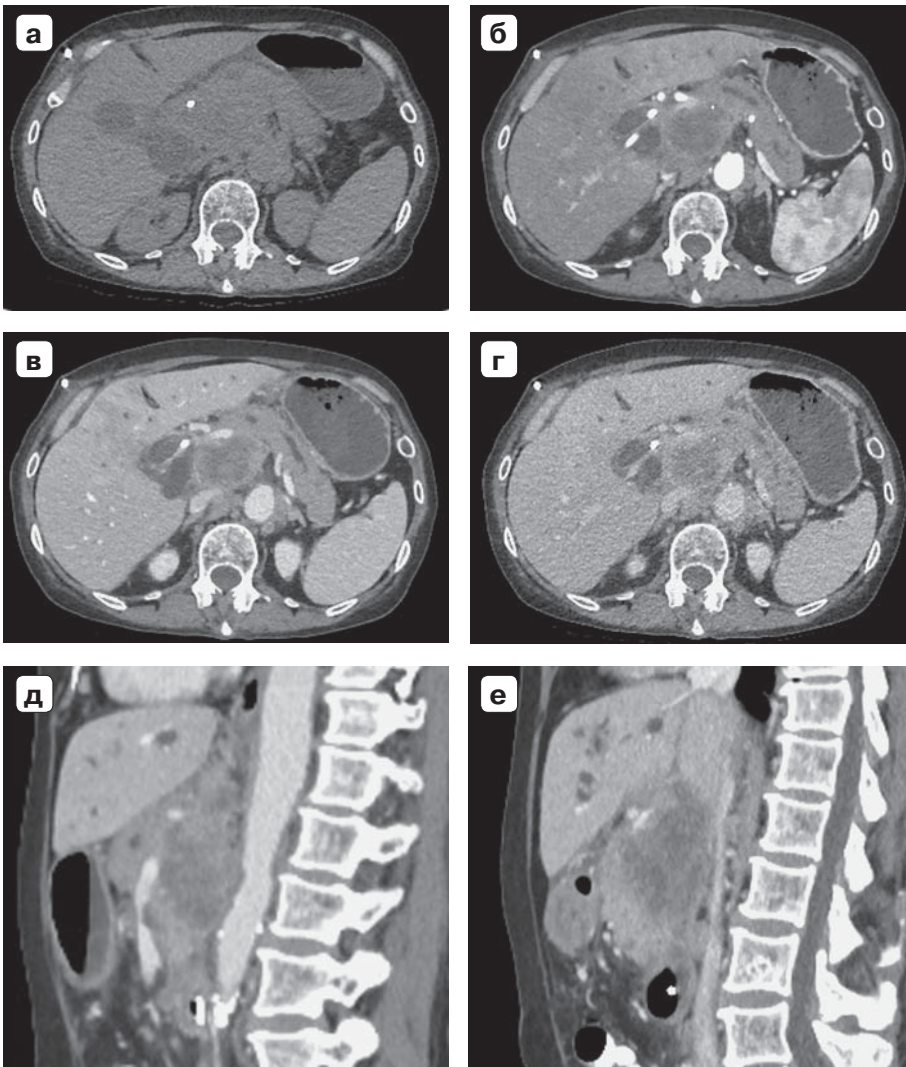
Компьютерные томограммы. Новообразование головки ПЖ с инвазией артериальных и портальных сосудов, состояние после чрескожного дренирования общего желчного протока: а – нативное изображение; б – артериальная фаза; в, д, е – портальная фаза; г – венозная фаза. Видно округлое гиподенсное образование, слабо накапливающее контрастное вещество. В артериальной и портальной фазах вокруг внутрипеченочных желчных протоков присутствует гиперперфузия печени – признак холангита (осложнение билиарной гипертензии).
